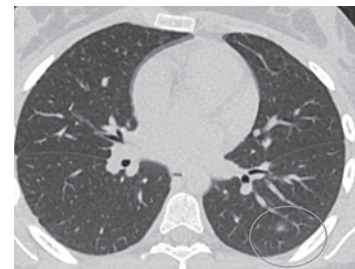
КТ ОГК перед выпиской из туберкулезного стационара
